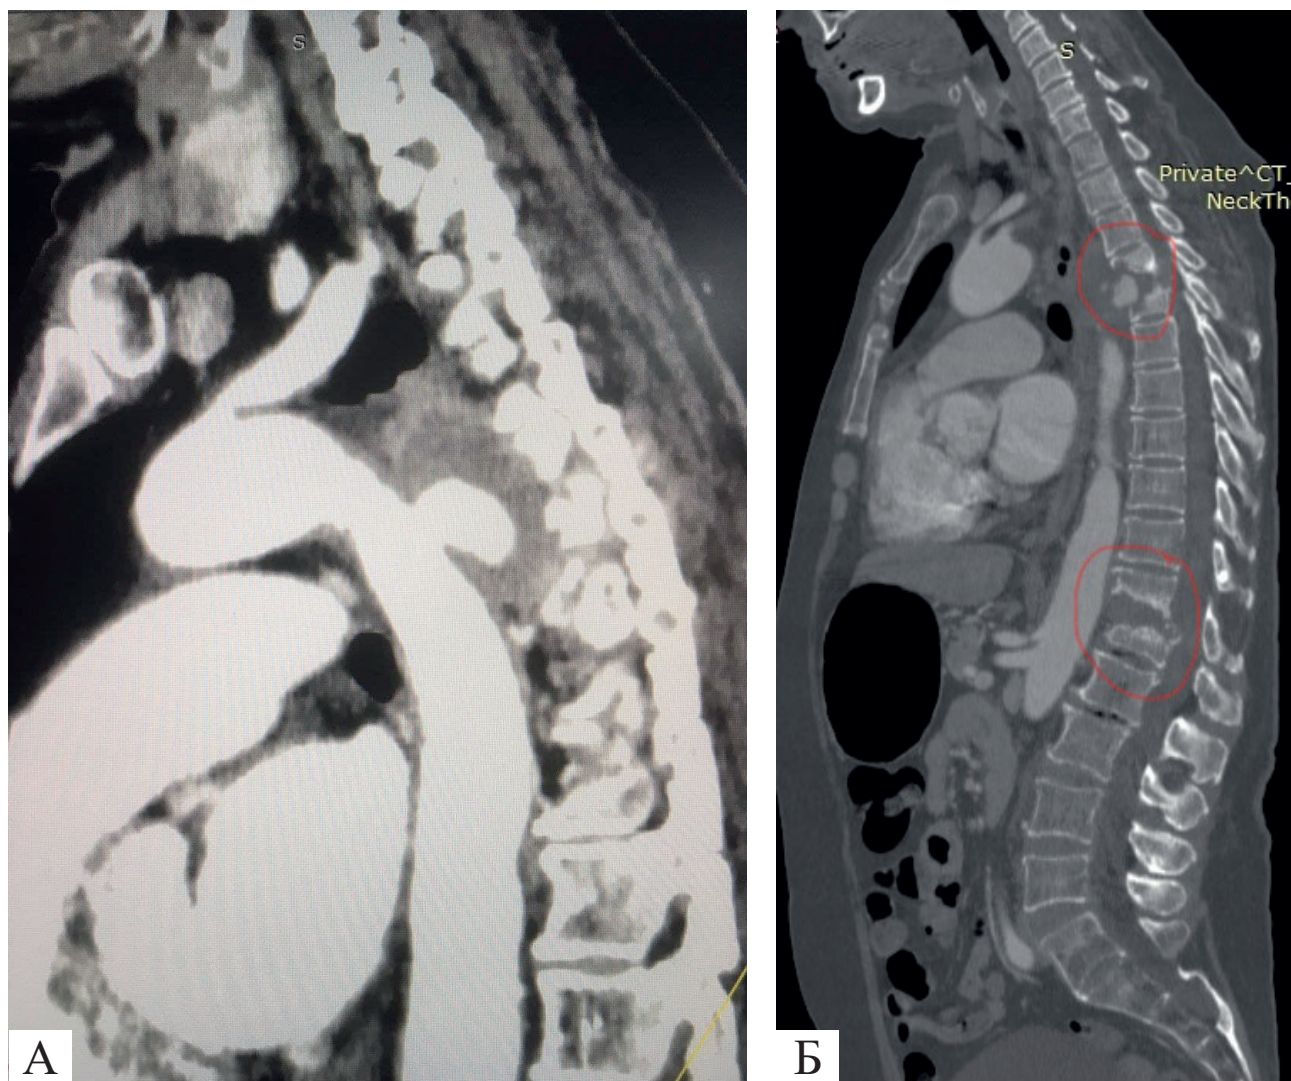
Мультиспіральна комп'ютерна томографія: А – мішкоподібна аневризма грудної аорти; Б – спондилодисцит на рівні хребців Th4-Th5 і Th11-Th12
